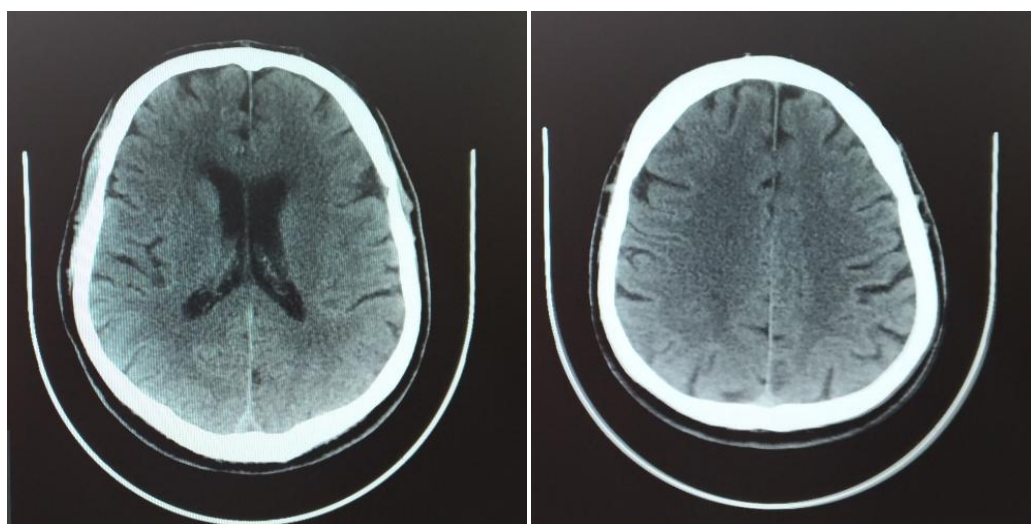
КТ головного мозга пациента П-ва при поступлении
